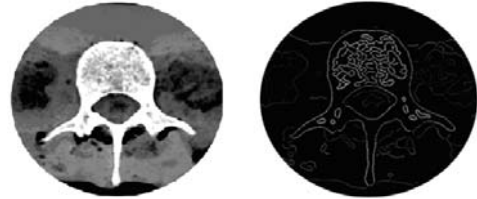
CT data에서 요추 외곽선 추출 과정: 3D geometrical modeling
